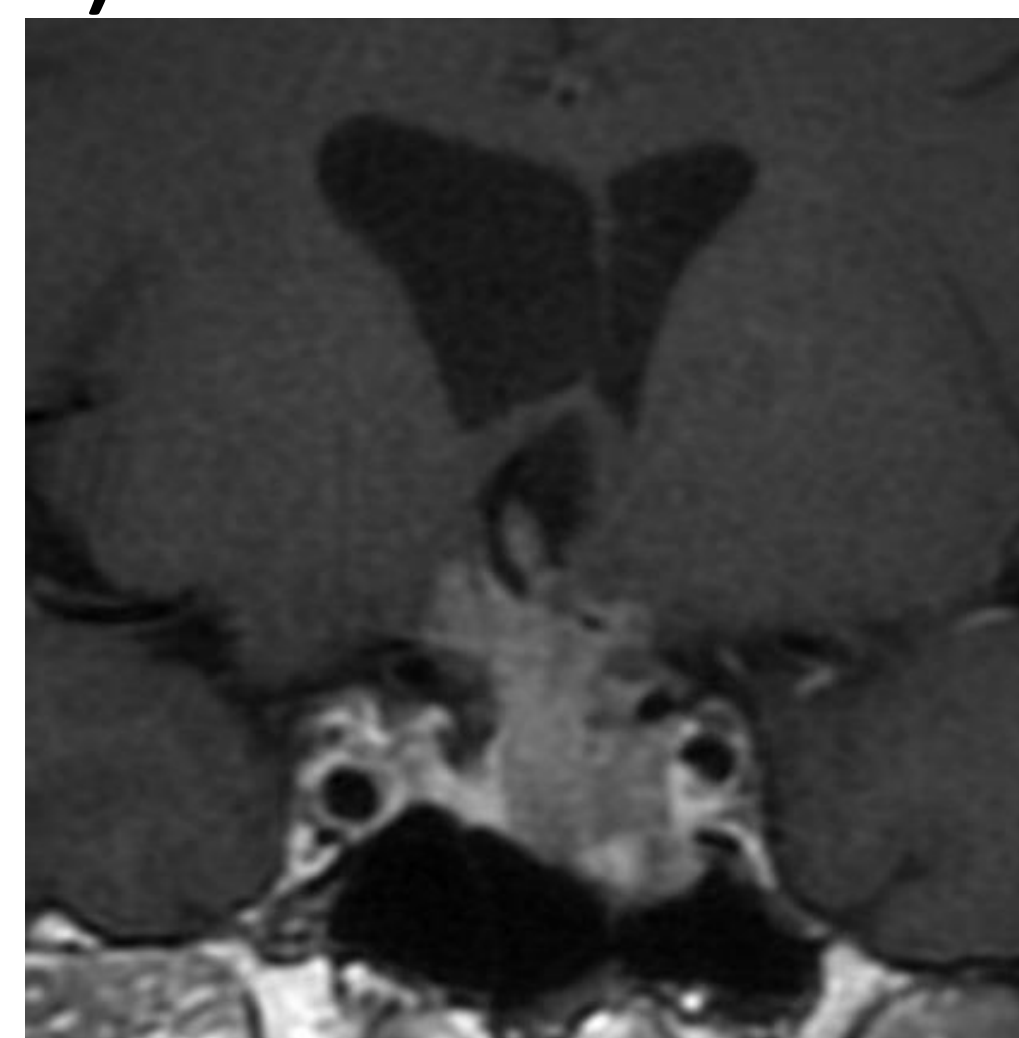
RMN encefalo con gadolinio pre-operatoria che evidenzia una voluminosa formazione sellare che prende rapporto con il chiasma, senza comprimerlo, e si estende cranialmente fino alla corteccia fronto-basale, sospetta per cordoma del clivus. Immagini T1w sagittale (A) e coronale (B)
